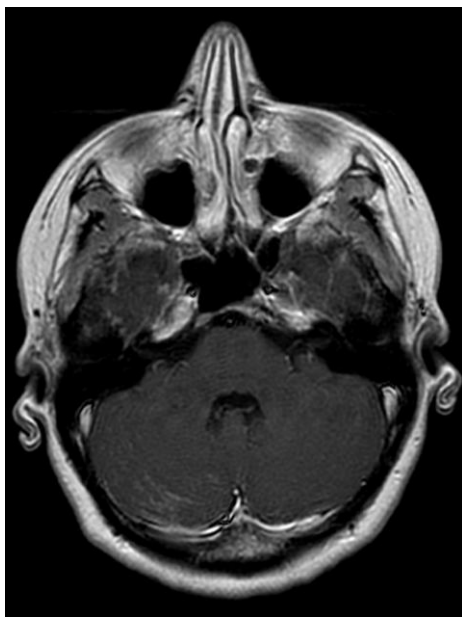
RM potenciada en T1 con contraste paramagnético. Obsérvese realce meníngeo entre las folias cerebelosas, más llamativo del lado derecho.
